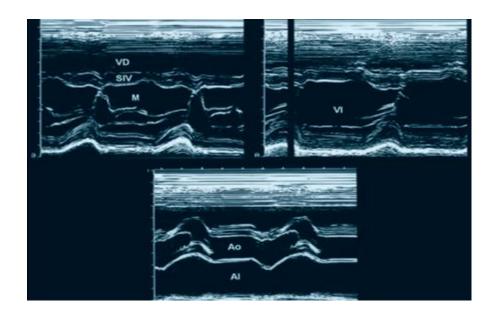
Imagen # 1: Ecocardiografía modo M. VD: Ventrículo derecho. SIV: Septum interventricular. VI: Ventrículo izquierdo. Ao: Raíz aórtica.
